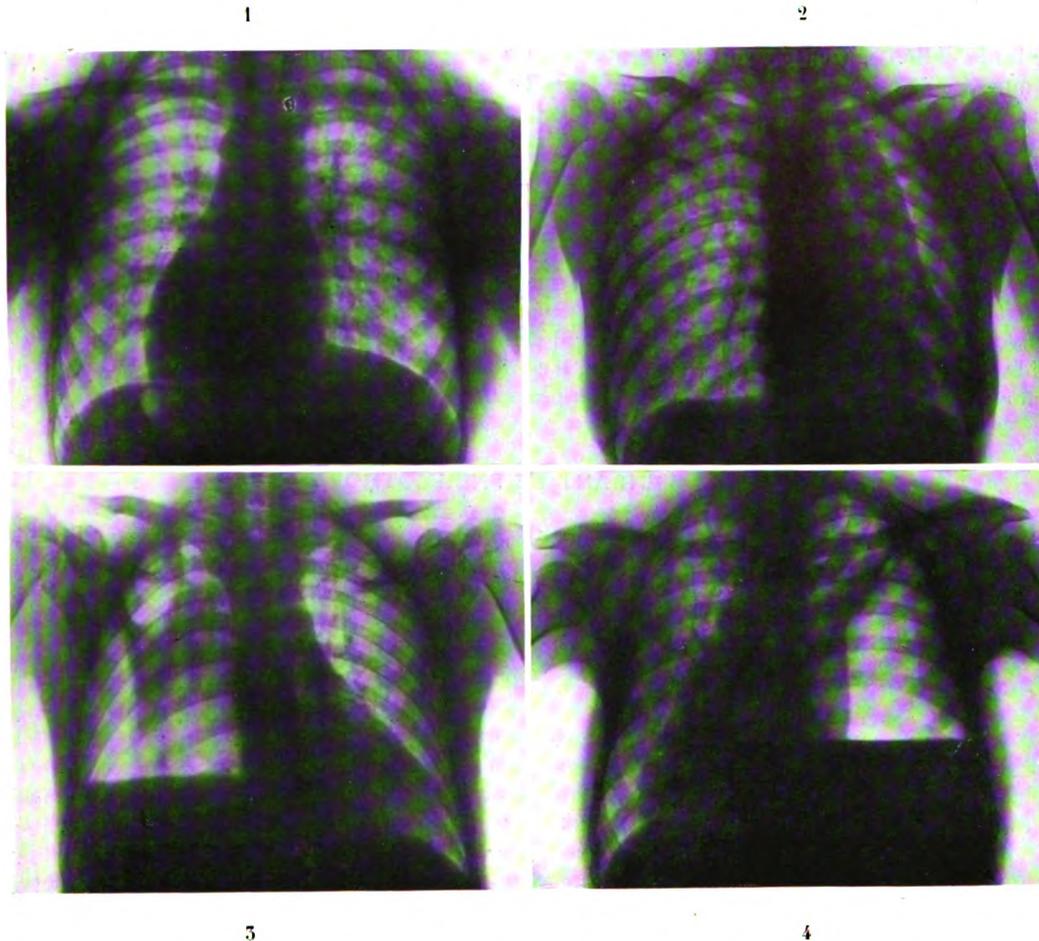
N° 1. — Radiographie du thorax de M. A droite granulations visibles autour du hile que l'examen clinique ne révèle pas. Evolution ultérieure confirmant le diagnostic radiographique.
